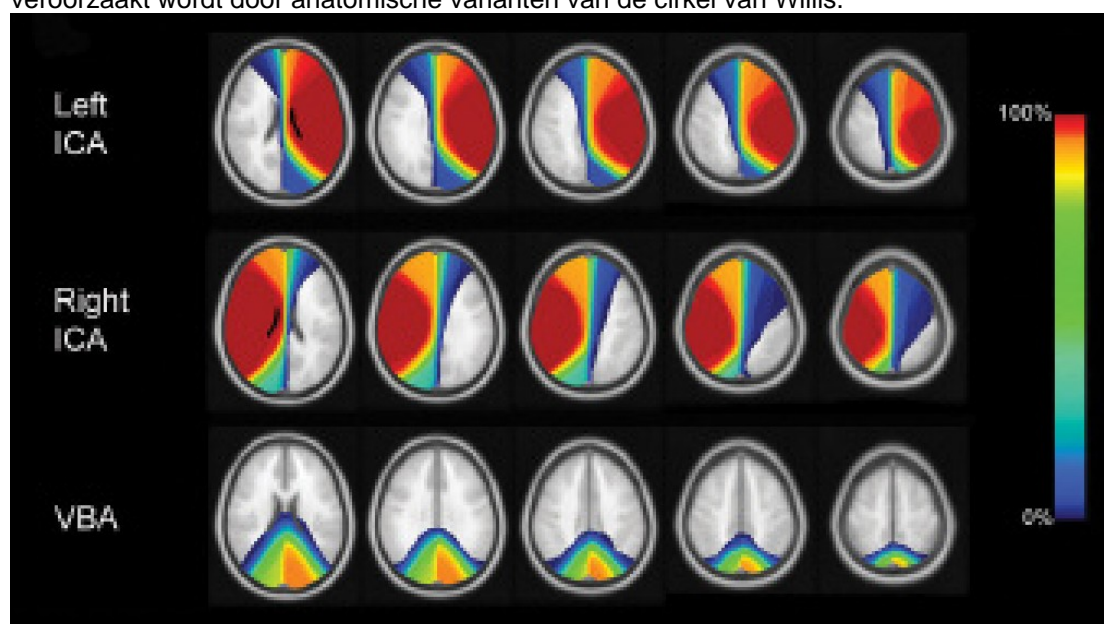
Voorbeeld van ASL MRI-afbeeldingen bij een gezonde vrijwilliger. (a) TOF MRA van de cirkel van Willis met afwezig A1-segment van de rechter a. cerebri anterior en met foetale variant van de rechter a. cerebri posterior. (b) Locatie van de vijf ASL MR imaging slices. (c) ASL MRI-stroomgebieden van de a. carotis interna links, a. carotis interna rechts en de a. basilaris
